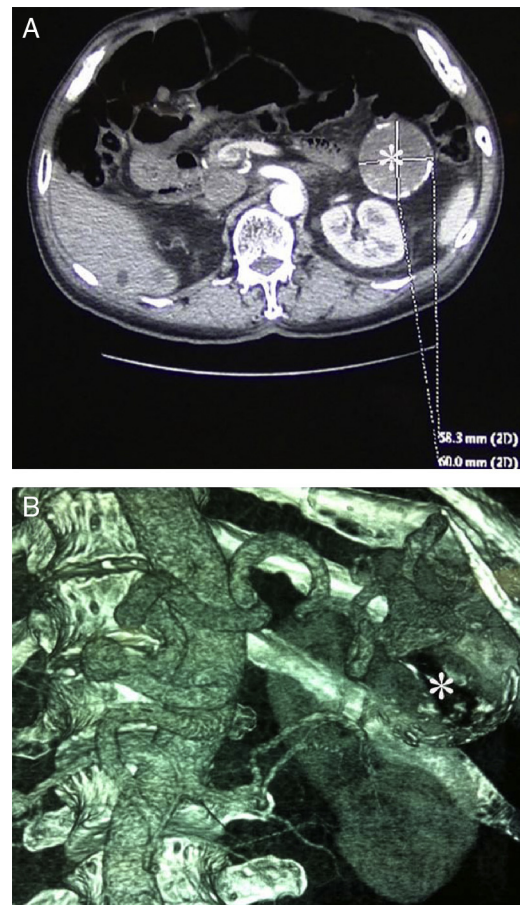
Tomografía computarizada preoperatoria.
